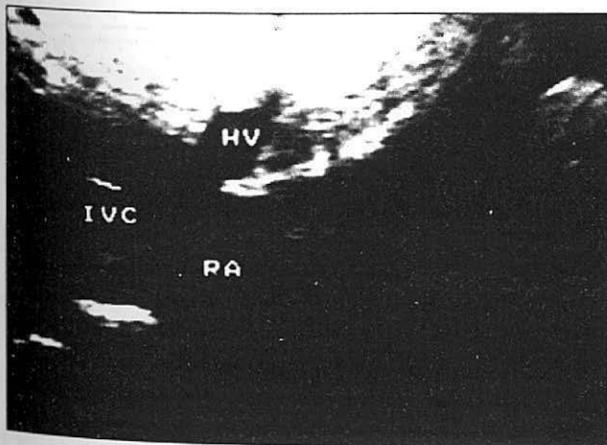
Ecocardiograma 2D del caso 1: nótese la dilatación de la vena inferior y suprahepáticas.
